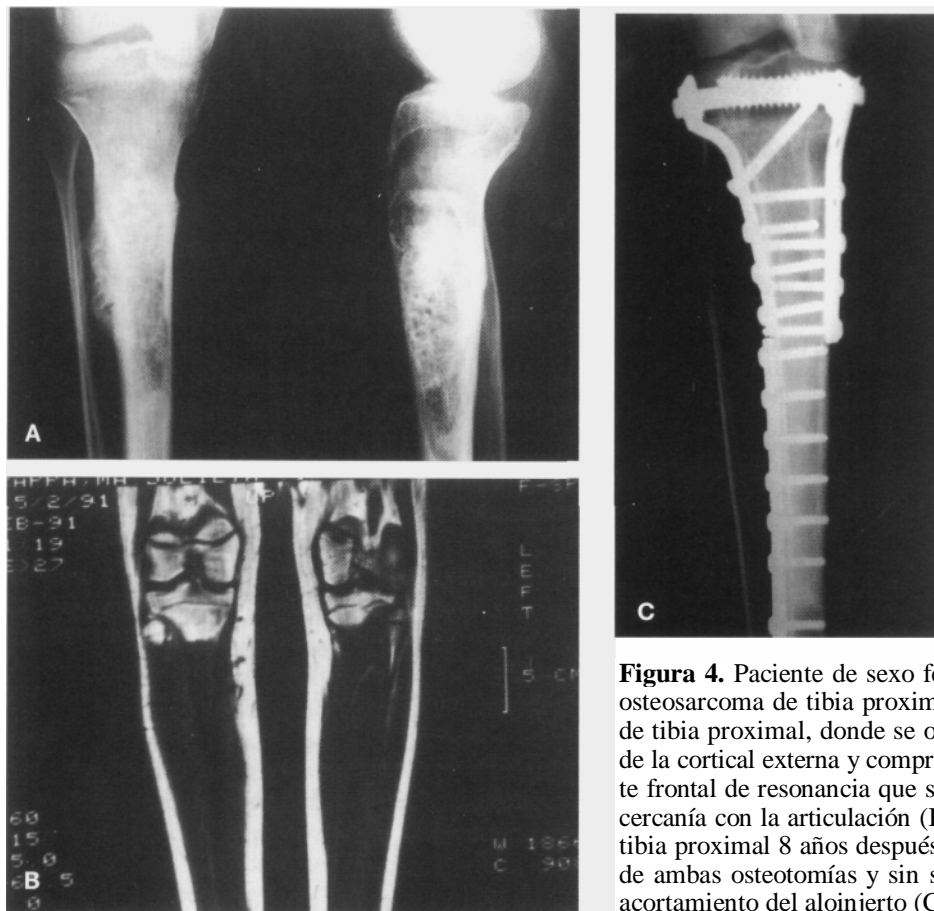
Paciente de sexo femenino de 20 años de edad con osteosarcoma de tibia proximal. Radiografía de frente y perfil de tibia proximal, donde se observa lesión tumoral con rotura de la cortical externa y compromiso de partes blandas (A). Corte frontal de resonancia que señala la extensión del tumor y su cercanía con la articulación (B). Radiografía anteroposterior de tibia proximal 8 años después de la cirugía, con consolidación de ambas osteotomías y sin signos de reabsorción, fractura ni acortamiento del aloinjerto (C).
